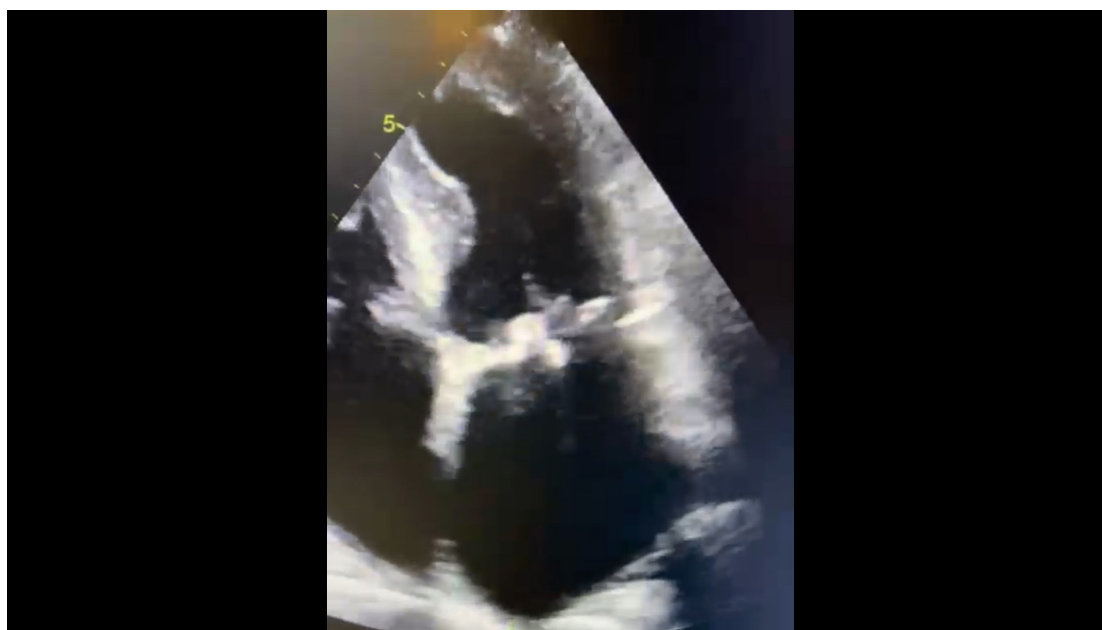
Ecocardiograma transtorácico (plano apical de 4 câmaras) mostrando uma massa ecodensa móvel e filamentosa de 10 mm implantada no folheto anterior da valva mitral nativa (A e B).
